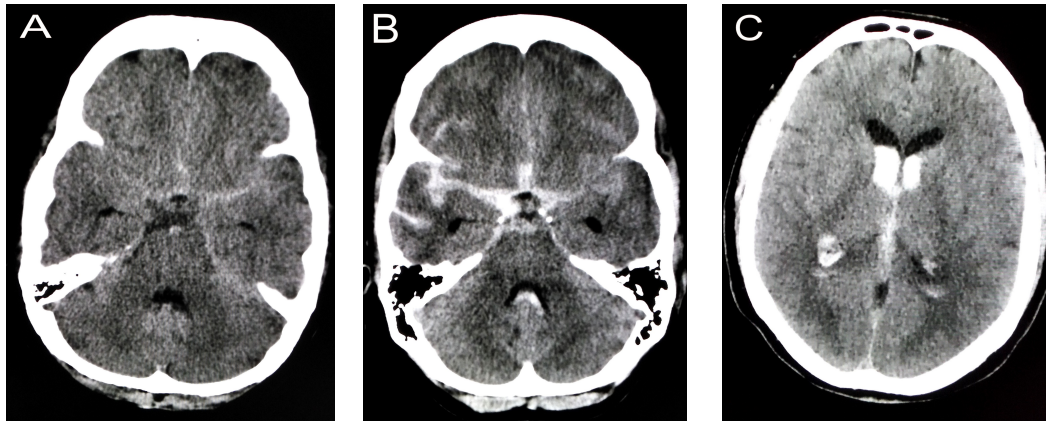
Die Fisher Skala: CT-Scans von aSAB Patienten mit Schweregrad 2 (A), Schweregrad 3 (B) und Schweregrad 4 (C).
